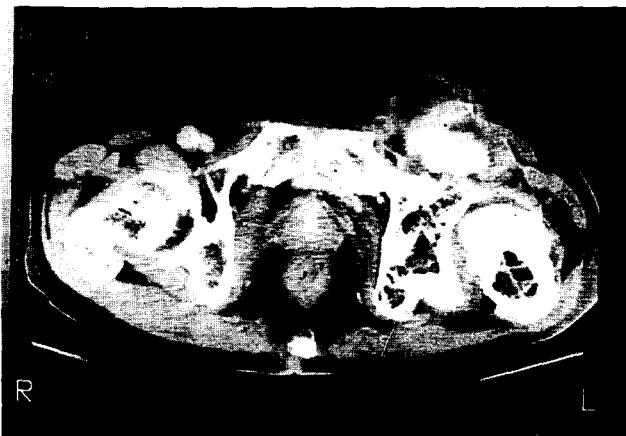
Preoperative computed tomographic finding
